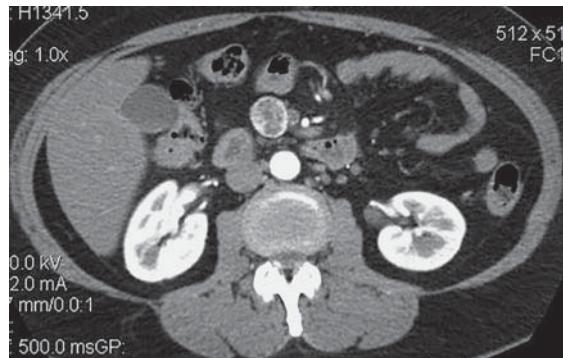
Вненадпочечниковая феохромоцитома (параганглиома). КТ с внутривенным контрастированием. В проекции органа Цукеркандля определяется интенсивно контрастирующееся мягкотканное образование.
